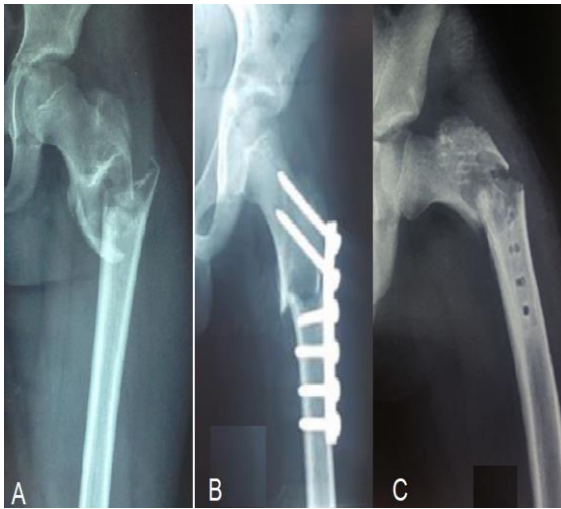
Radiographie montrant une fracture sur KOA (A) traité par curetage et greffe et ostéosynthèse par plaque vissée(B). Fracture itérative 2 mois après ablation de la plaque faite 2 ans après la fracture initiale.
